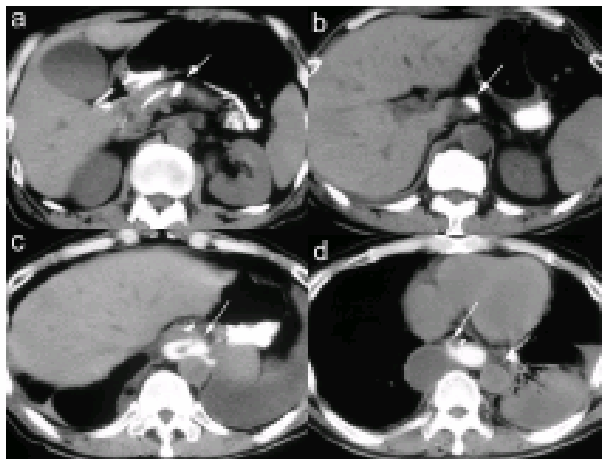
On a CT scan performed following pancreatography through the nasopancreatic drainage tube, a pancreaticopleural fistulous route (arrows) was demonstrated to originate from a cyst in the pancreatic body (a), extend cranially (b), penetrate along the esophagus into the mediastinum (c) and extend to the bilateral pleural cavities (d).
